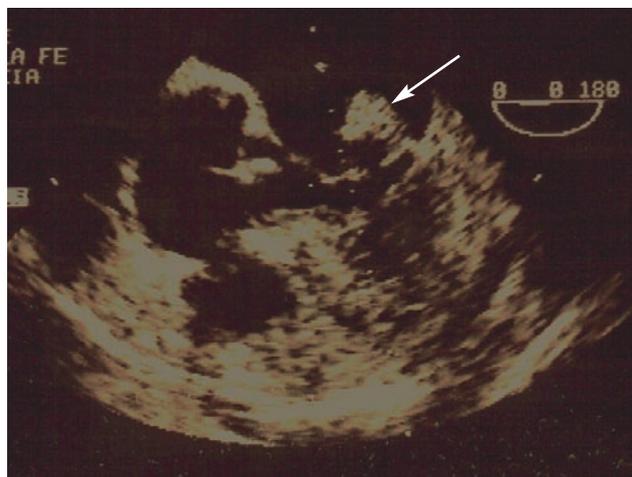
Ecografía transtorácica cardíaca mostrando una vegetación sobre la válvula mitral (flecha).
